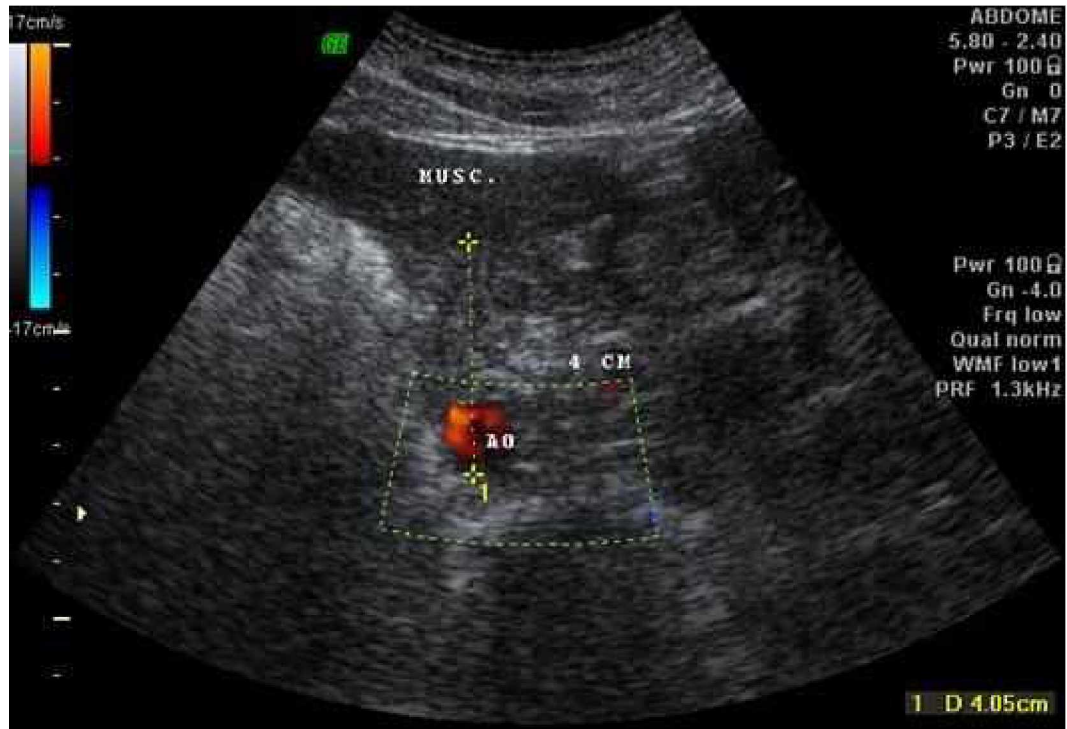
Ultrassonografia de abdome mostrando a espessura do depósito de gordura visceral.
